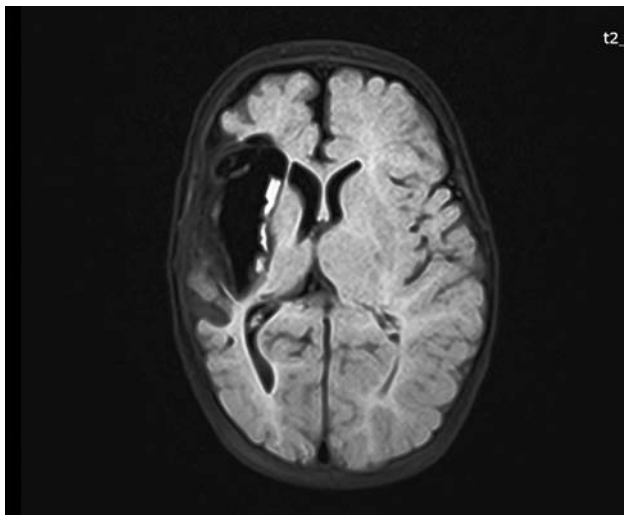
МРТ-картина головного мозга пациентки С., 3 месяца, поперечный срез головного мозга. Последствия внутримозгового кровоизлияния — внутримозговая гематома правого полушария в хронической стадии; субдуральная гигрома правой лобно-височно-теменной области без сдавления мозговой ткани; атрофические изменения правого полушария, мозолистого тела и правой ножки мозга
